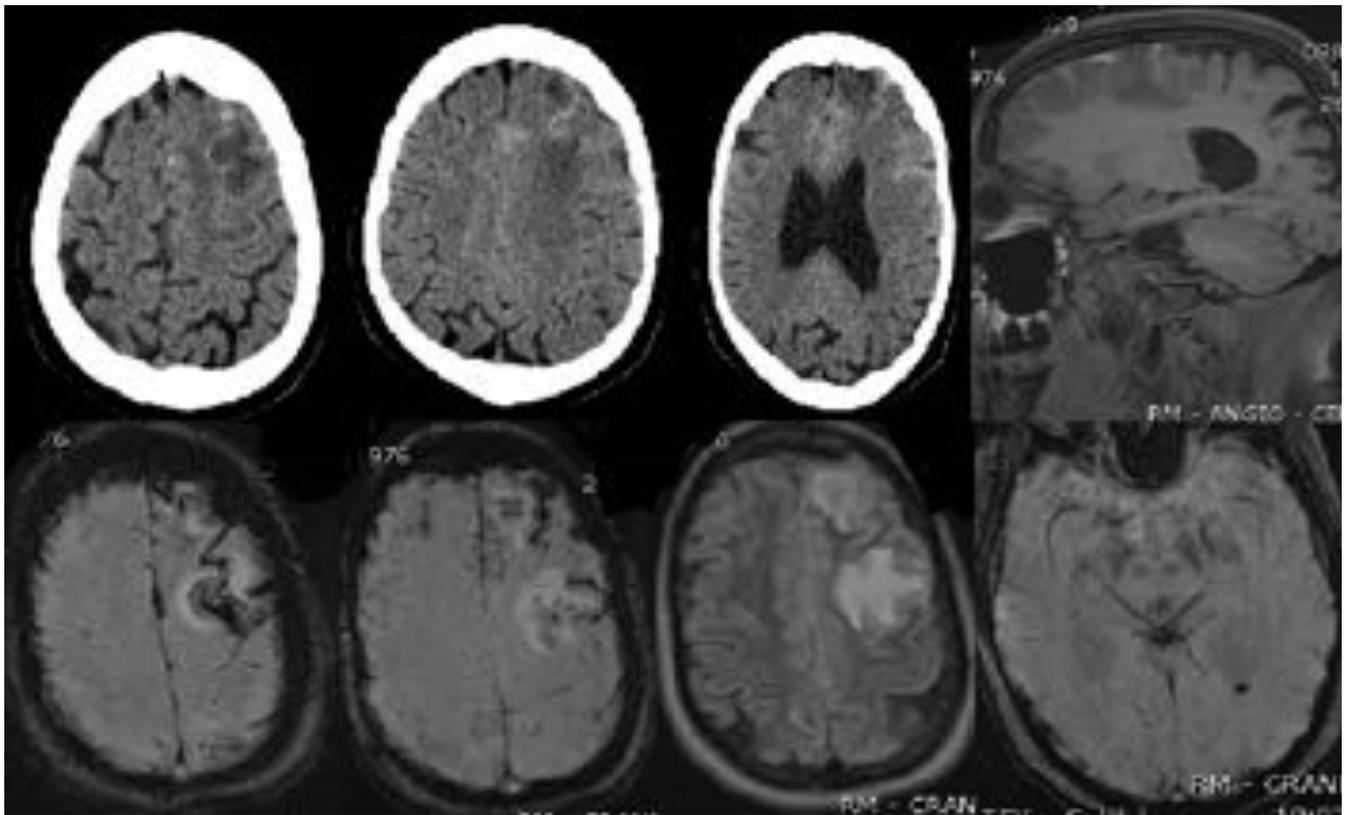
TC sin contraste y RM en secuencias FLAIR, T2* y T1 sin contraste sagital. Afectación de los giros frontales izquierdos con un aumento del volumen y edema vasogénico asociado. Hemorragia cortical y en el espacio subaracnoideo adyacente, y leve cantidad de sangre en la porción declive del ventrículo izquierdo. En T1 sin contraste se objetiva hiperintensidad espontánea de venas corticales frontales izquierdas, compatible con trombosis venosa de las mismas.
